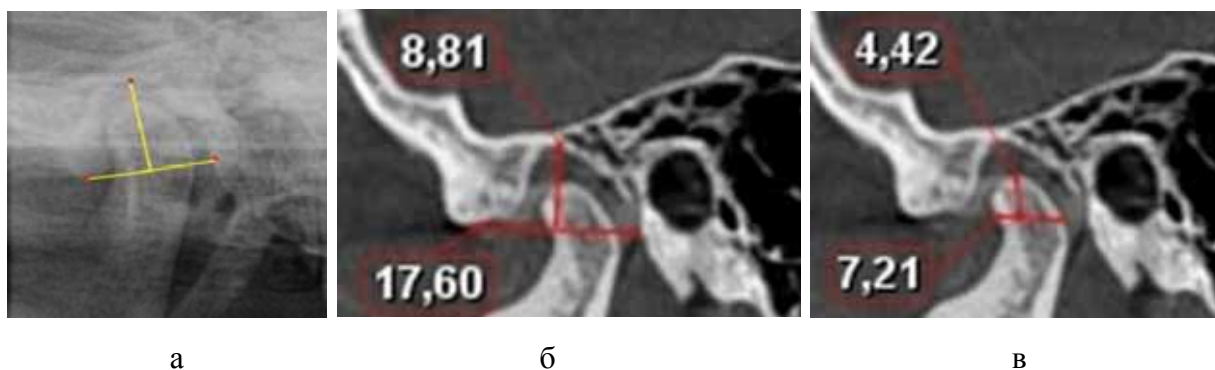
Рентгенограмма (а) и томограмма нижнечелюстного сустава с размерами суставной ямки (б) и суставной головки (в) при ретрузии резцов
